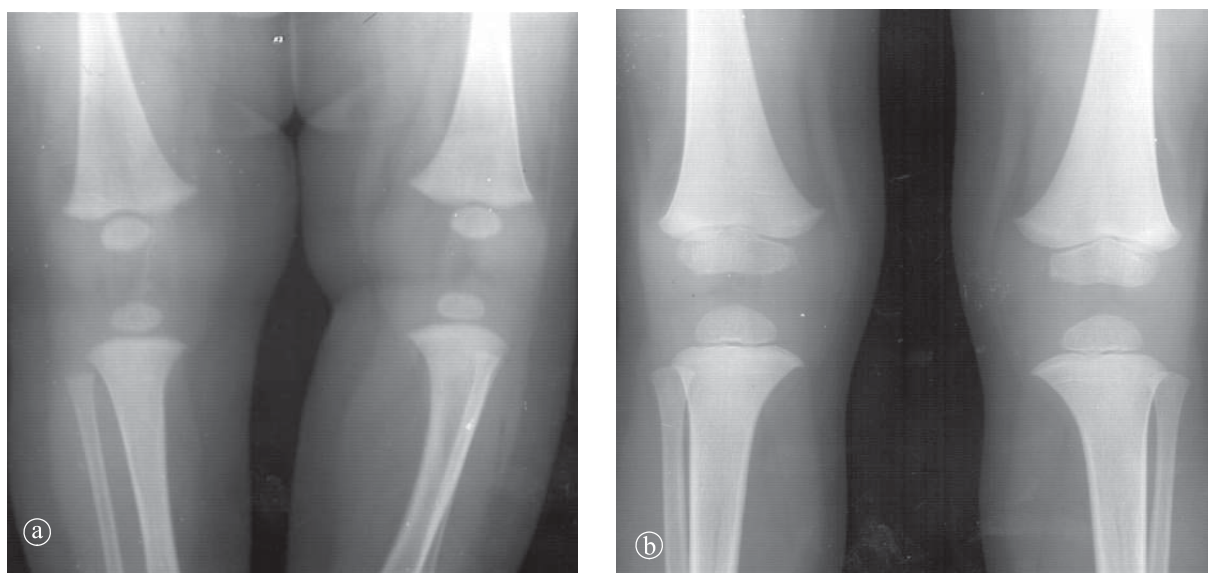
Radiografie genunchi. Aspect normal. a) 4 luni; b) 3 ani.
